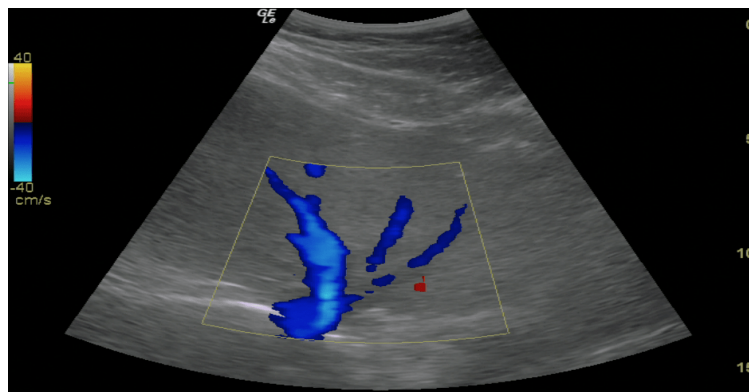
Con el Doppler color se observa en azul, alejándose del transductor, la vena hepática.
